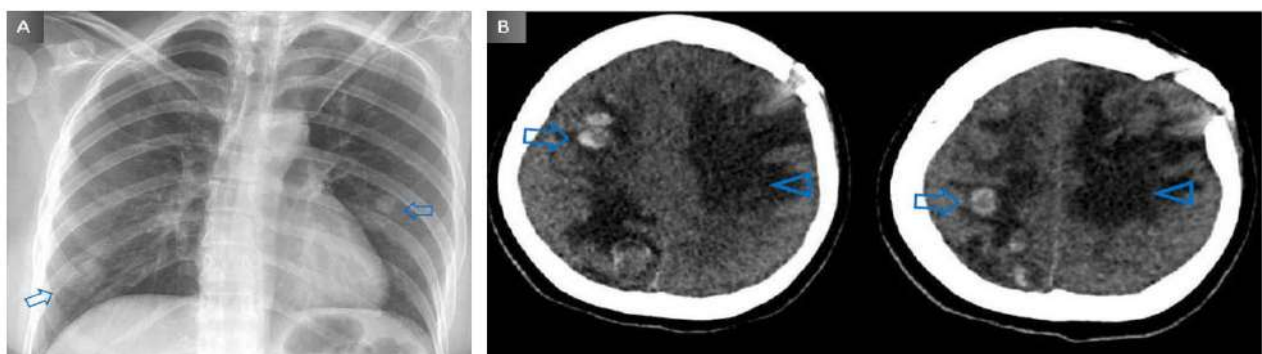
Estudio imagenológico: (A) Radiografía de tórax antero-posterior: muestra nódulos proyectados en campos pulmonares en relación con secundarismo pulmonar (flechas azules). (B) TC de encéfalo sin contraste: muestra nódulos hiperdensos subcorticales bilaterales en relación con metástasis hemorrágicas (flechas), asociado a edema vasogénico difuso (cabezas de flechas azules).
